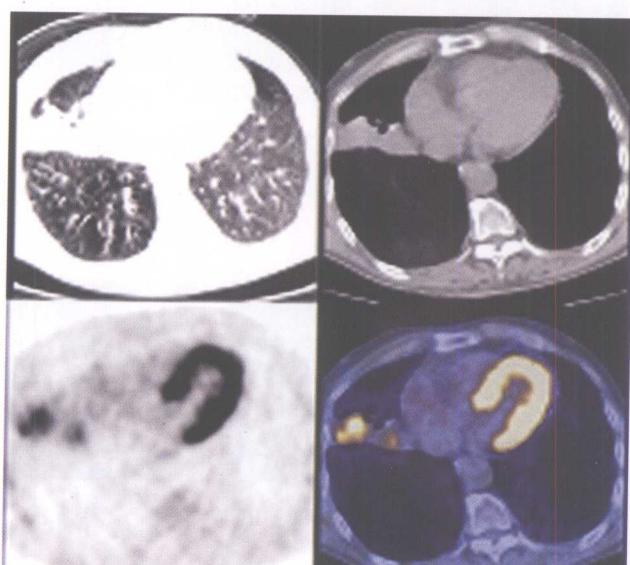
PET/CT 示右肺中叶外侧段肺癌，未累及胸膜
